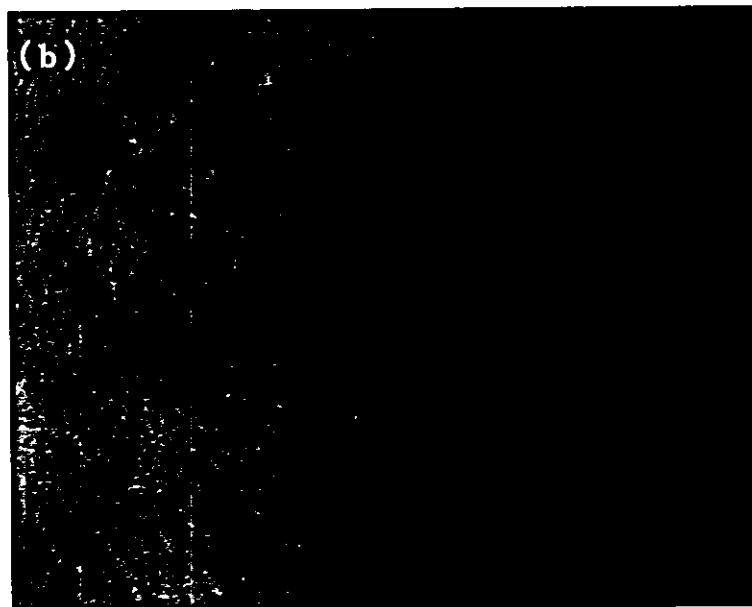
HAp/PET 複合繊維上で 24 時間 (a) または 48 時間 (b) 培養したヒト臍帯静脈血管内皮細胞の光学顕微鏡像
